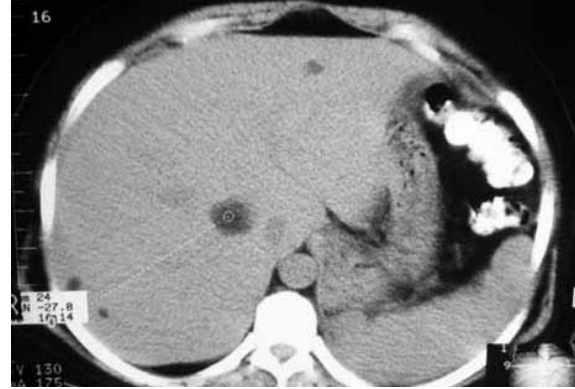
Tomografía de abdomen. Lesiones hepáticas con densidad grasa, compatibles con AML hepáticos.
